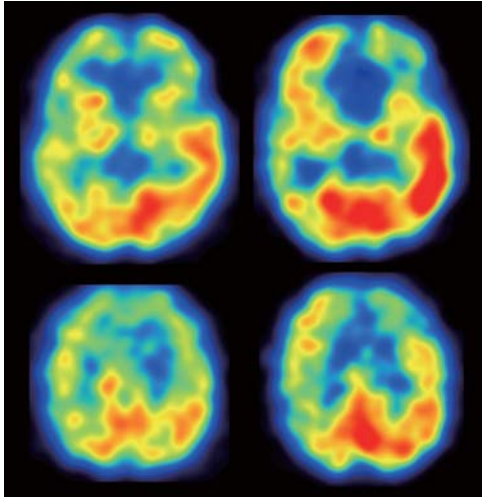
SPECT (左: 安静時, 右: アセタゾラマイド負荷時) 多少の左右差はあるものの、脳血流、脳循環予備能は保たれており、血行力学的脳虚血の重症度: Stage IIに相当する。
